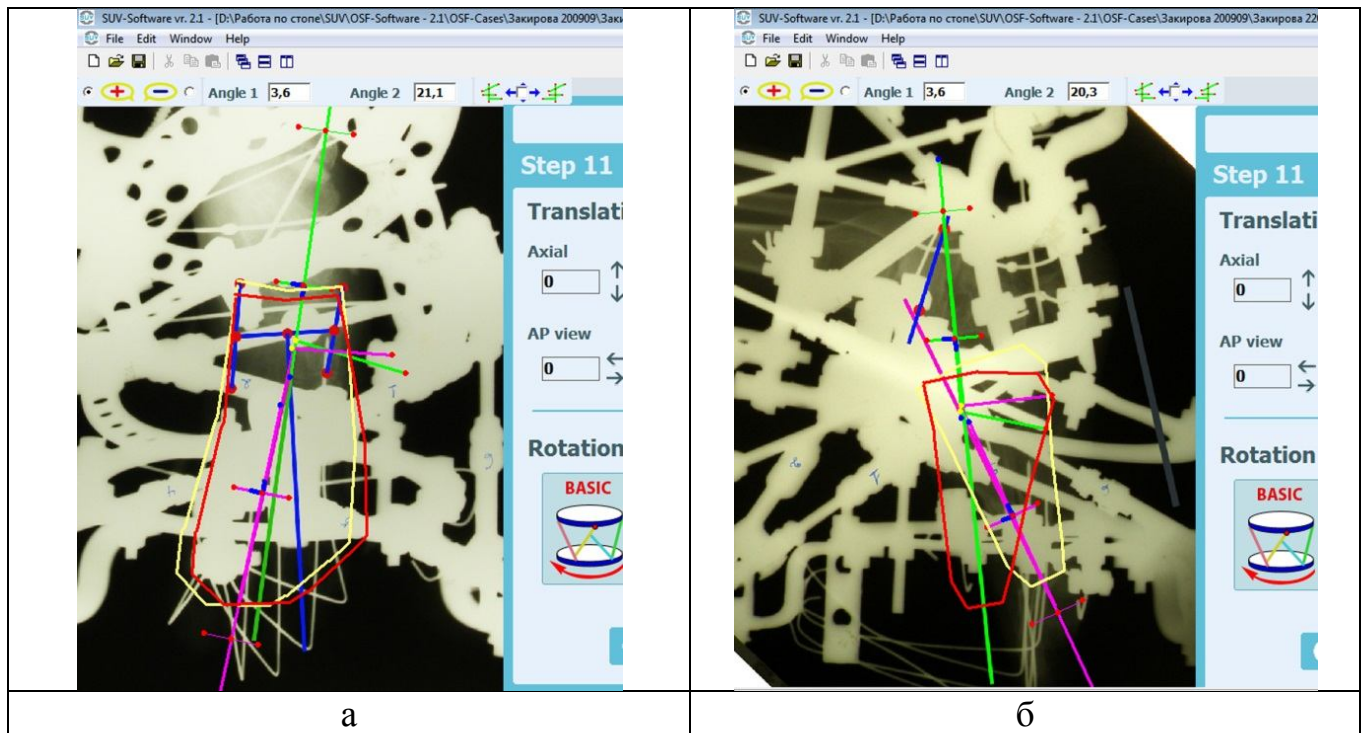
Окно программы SUV-Software на 11-м шаге: а – расчет коррекции в тыльно-подошвенной проекции; б – расчет коррекции в боковой проекции
